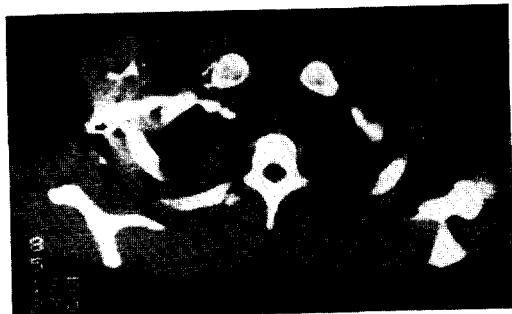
CT scan(chest): Partially filled contrast in right brachiocephalic vein and superior vena cava.
